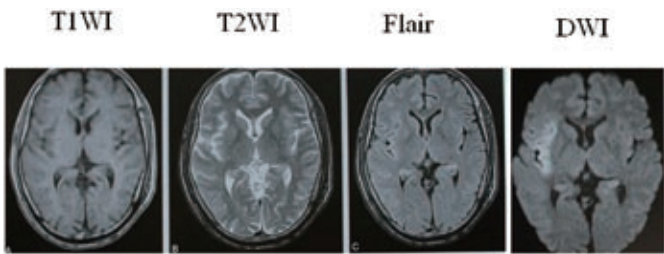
MRI平扫T1WI及T2WI图像未见明显异常信号改变，Flair序列亦未见明显异常，在DWI序列上于右侧额叶区可见片状高信号，边缘模糊。
